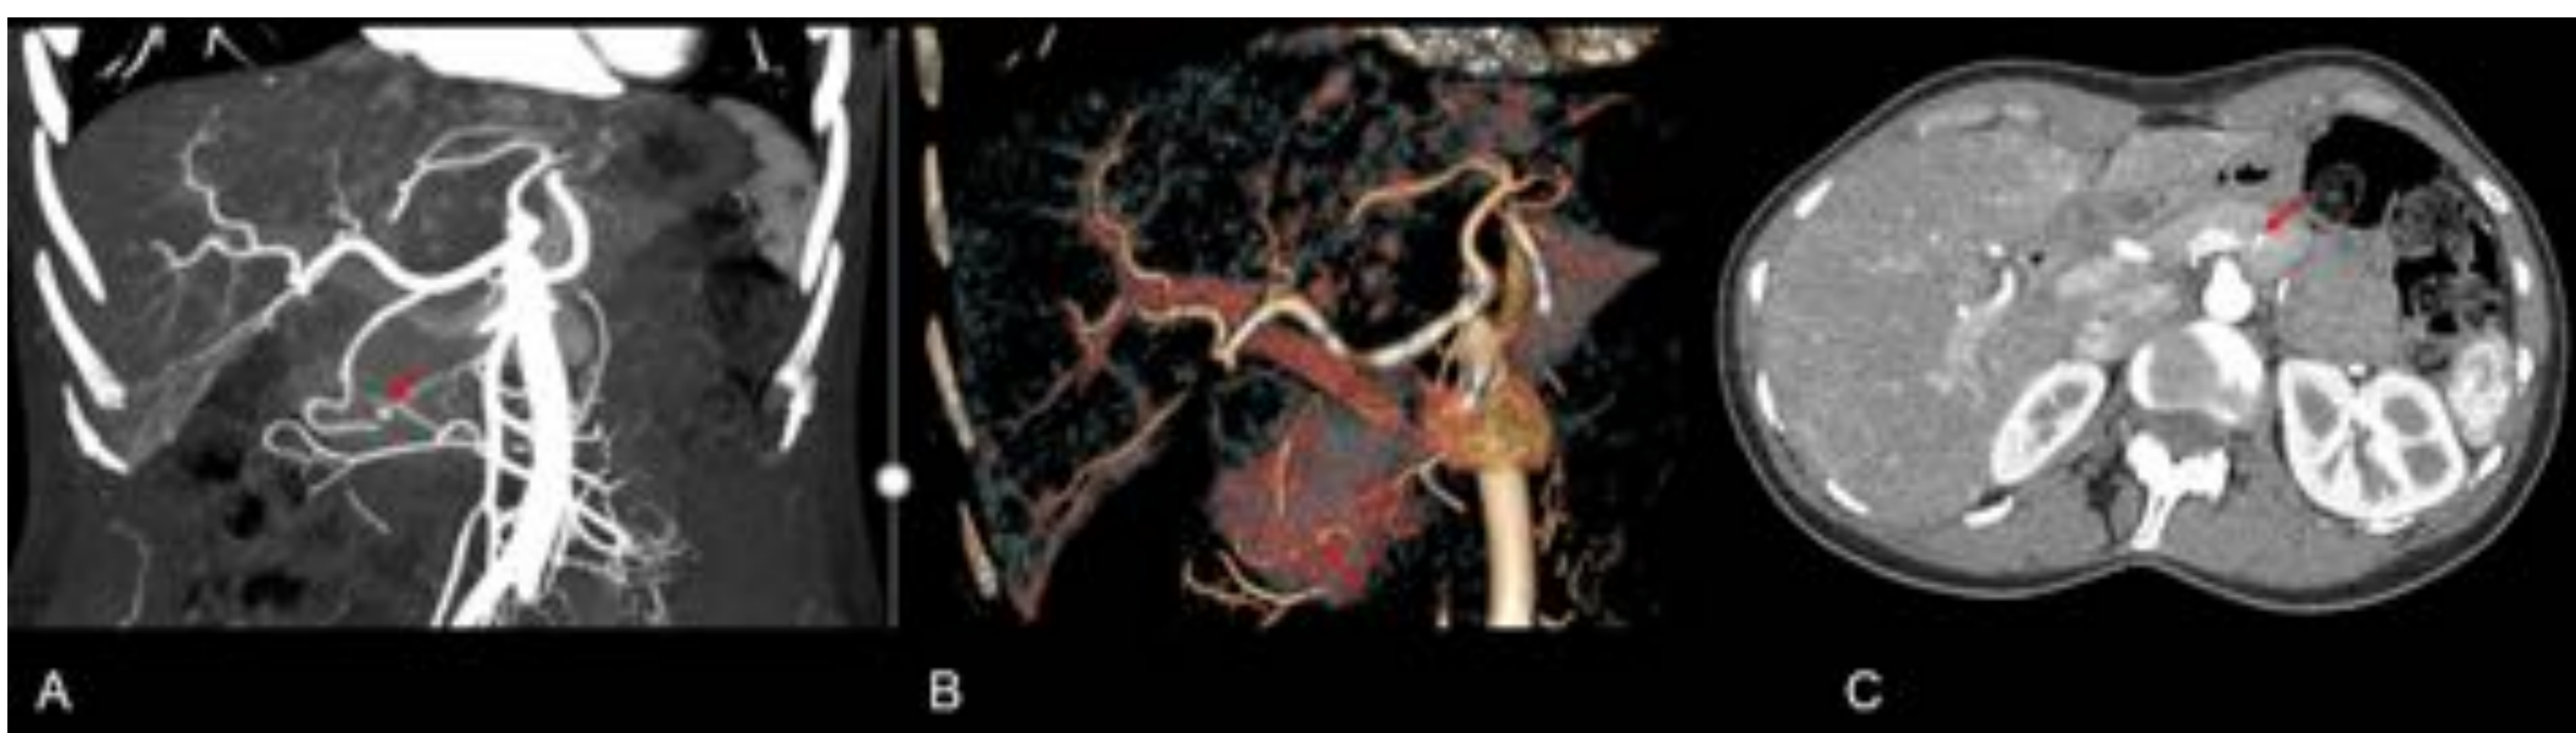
TC con contraste intravenoso en fase arterial. A : TC MIP coronal. B: TC 3D volume rendering. C:TC axial. Se observa un pequeño aneurisma de una rama pancreática duodenal con probable fístula a nivel del cuerpo. Hospital Universitario de Bellvitge.
